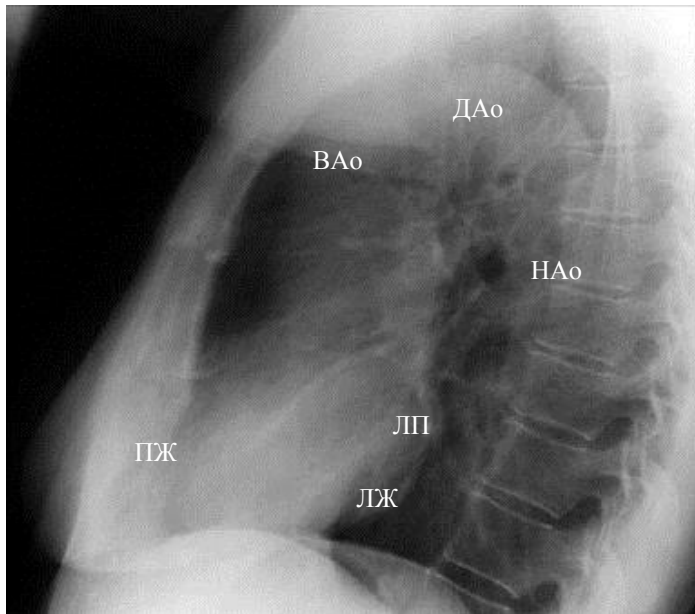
Рентгенограмма органов грудной клетки в левой боковой проекции. Обозначения: ПЖ – правый желудочек, ЛП – левое предсердие, ЛЖ – левый желудочек, ДАо – дуга аорты, ВАо – восходящий отдел аорты, НАО – нисходящий отдел аорты
